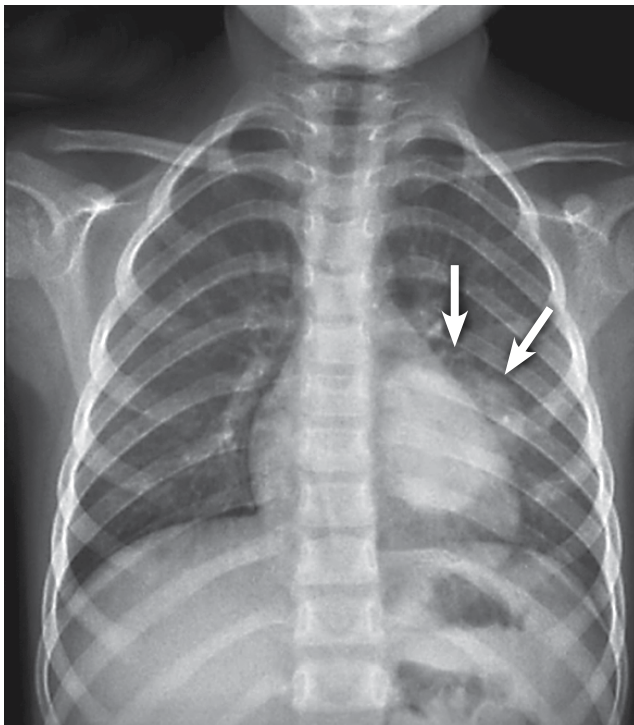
Radiografía de tórax postero-anterior (PA). Se observa una radiopacidad homogénea redonda de bordes definidos en lóbulo inferior en pulmón izquierdo (flechas).
